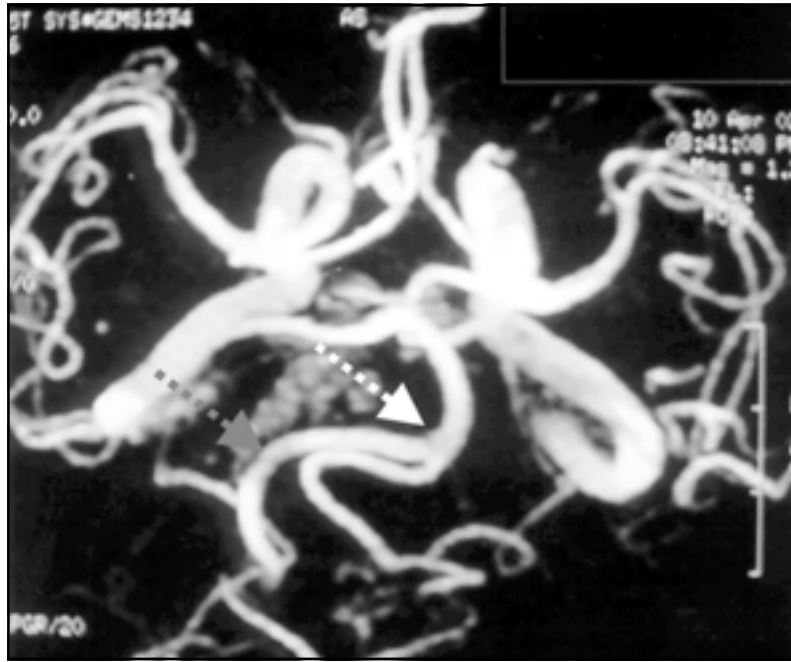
Angiorressonância mostrando tortuosidade das artérias vertebrais (seta cinza tracejada), que se encontram desviadas para a direita e da artéria basilar (seta branca tracejada), que se encontra deslocada para a esquerda.
